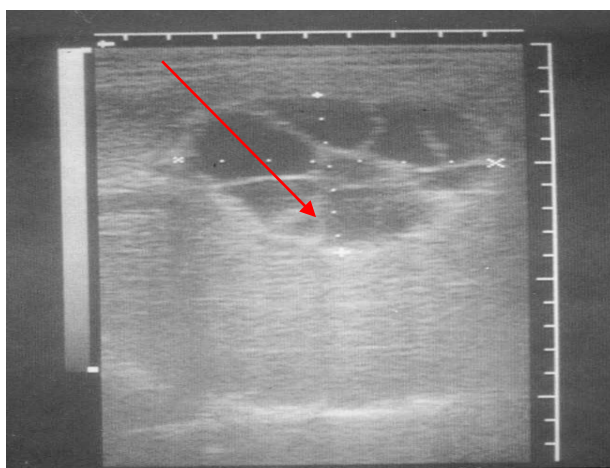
УЗИ печени. Симптом «рыбьей чешуи» (уплощенная форма)
